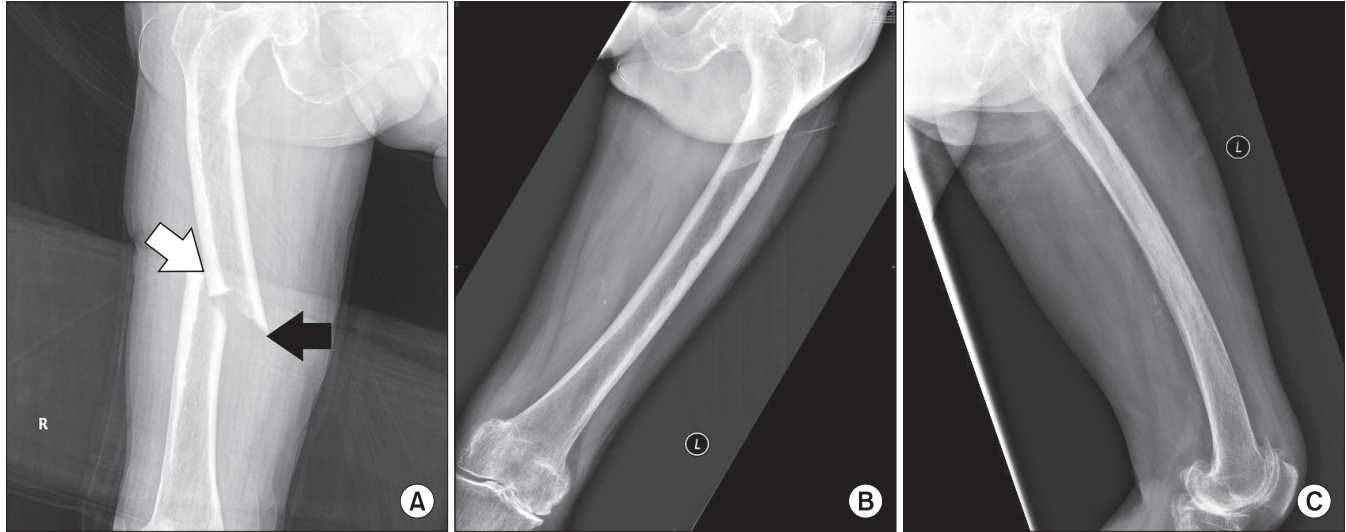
(A) Preoperative radiograph shows an atypical diaphyseal femur fracture. The radiographic features include a common location in the femoral shaft lesion, short oblique fracture configurations, absence of comminution, a medial spike (black arrow), and localized periosteal thickening of the lateral cortex (white arrow). (B, C) Uninjured femur (left side) has marked anterior and lateral bowing.
